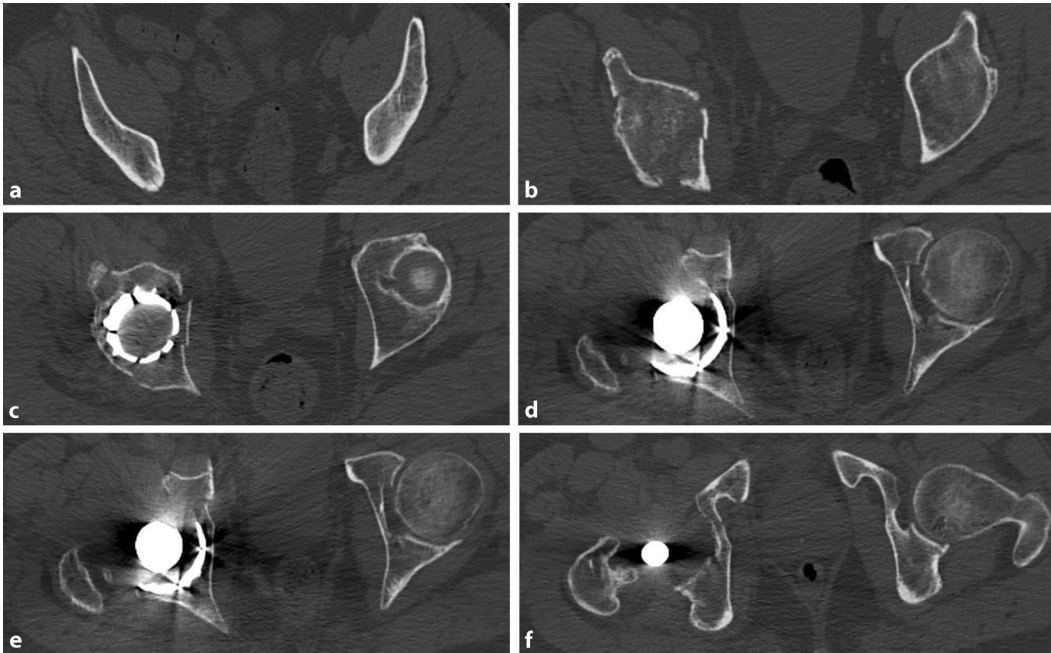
◀ Fall 1: Die computertomographischen Schnitte (a–f) zeigen eine inkomplette Fraktur des hinteren Pfeilers mit Impaktion des Doms. Bei fehlendem Anhalt für eine Lockerung der Pfanne und geringen klinischen Beschwerden wurde die Indikation zur konservativen Therapie gestellt
